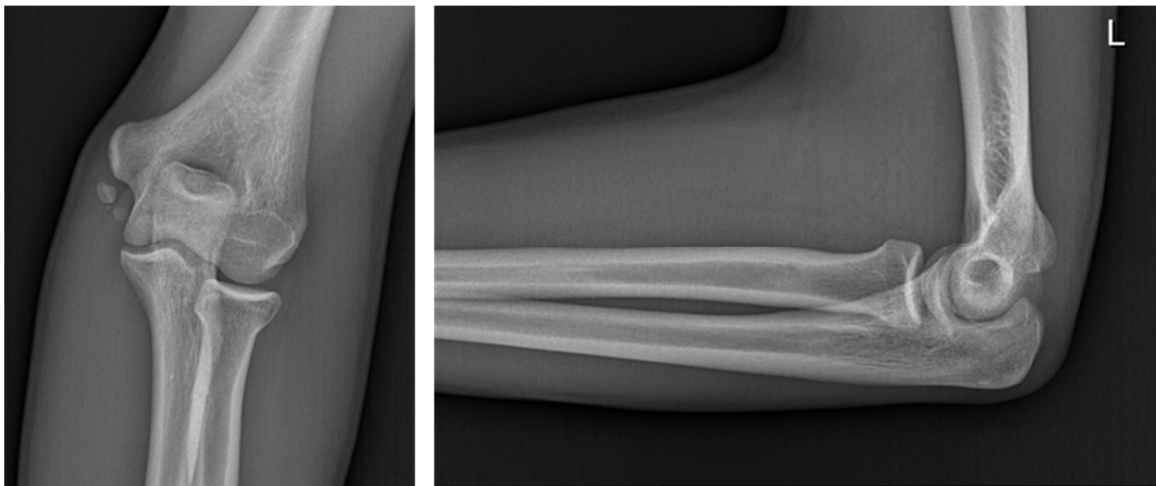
Röntgenaufnahmen einer Epicondylus ulnaris Fraktur bei einem elfjährigen Jungen
